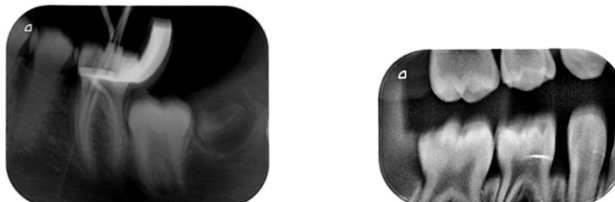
Images floues dues aux mouvements du patient lors d'une radiographie maître-cône avec capteur ERLM taille 2 sur un enfant de 12 ans et lors d'un cliché rétro-coronaire avec capteur ERLM taille 1 chez un enfant de 4 ans (Service d'Odontologie, CHRU Nancy)
